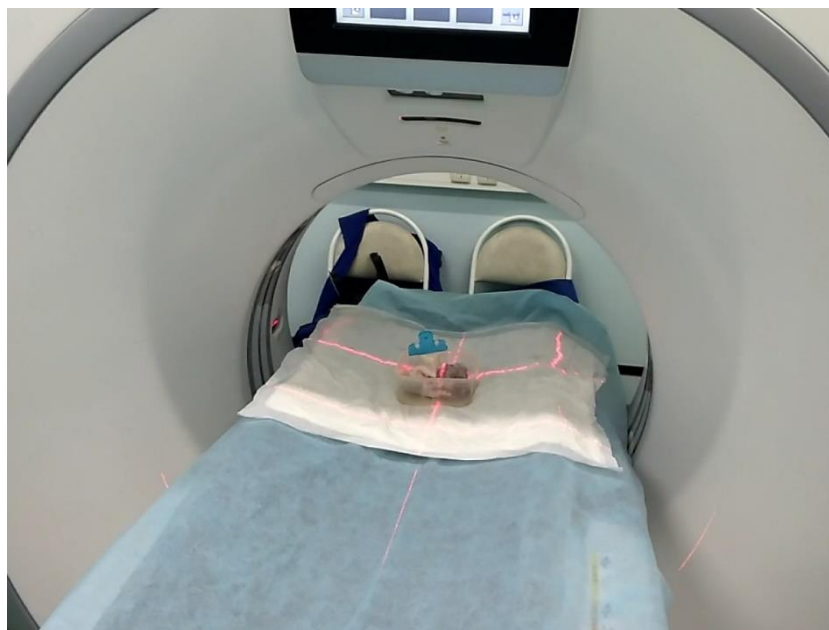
Мультиспиральная компьютерная томография изолированного корня аорты свиньи
